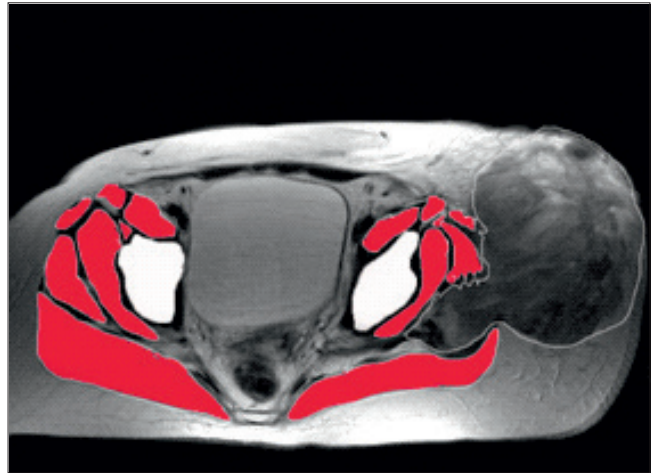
КТ-исследование тканей подвздошной области
